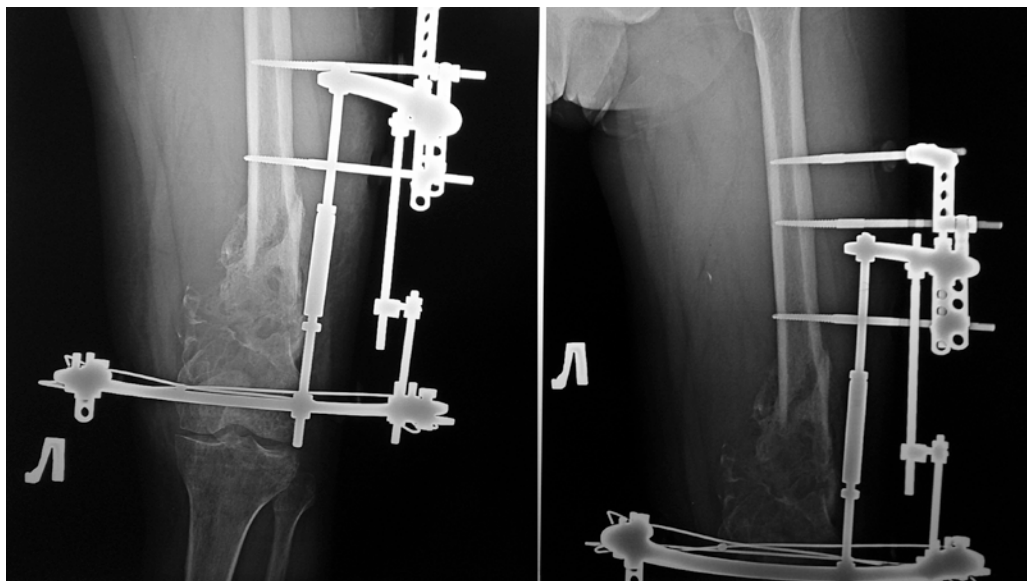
Рентгенография левой бедренной кости после операции
